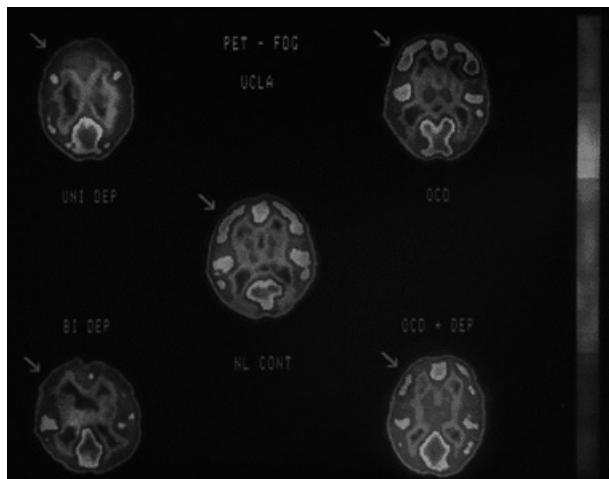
Imagen de tomografía de emisión de positrones (PET). Las diferentes imágenes de escáner corresponden a cinco mujeres de mediana edad e ilustran los hallazgos en relación con la corteza prefrontal dorsoanterolateral del hemisferio izquierdo (indicado por las flechas). Los pacientes con depresión mayor muestran una tasa metabólica reducida en esta zona.
